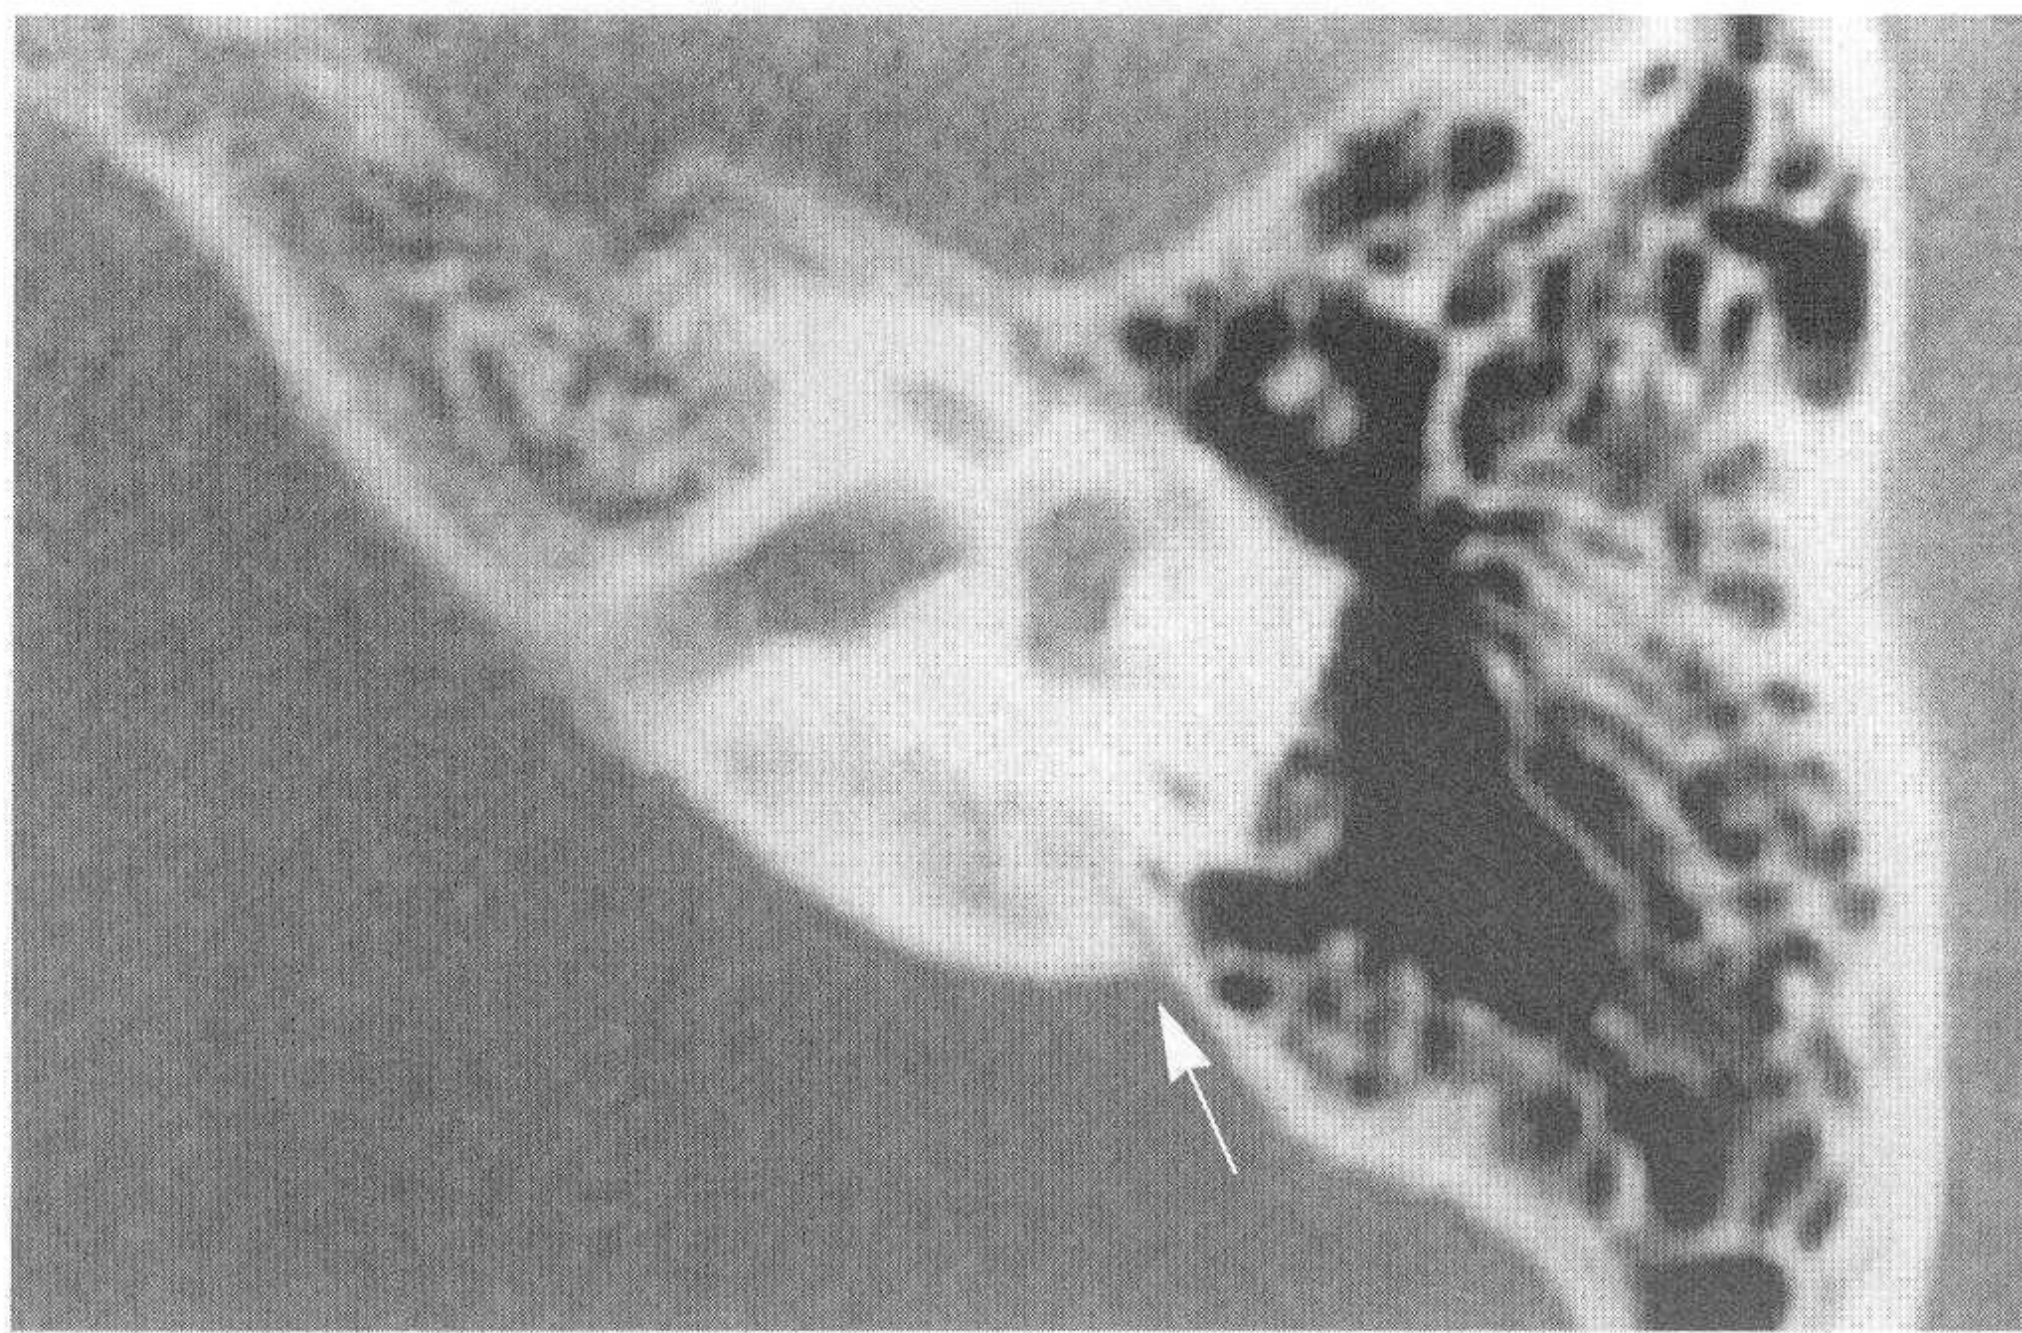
对应正常颞骨CT图像 (大箭头示前庭导水管)
